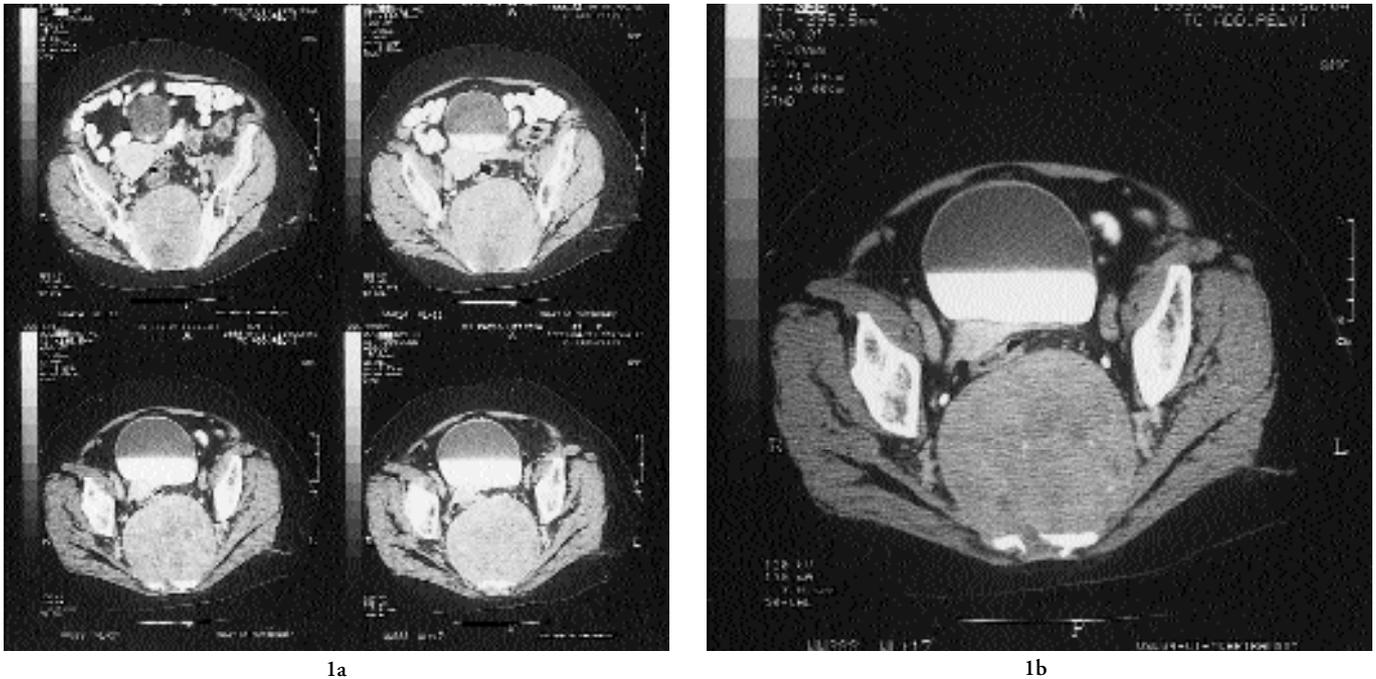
(TC) Localizzazione pre-sacrale del cordoma con estesa distruzione ossea. Compressione rettale senza infiltrazione.
